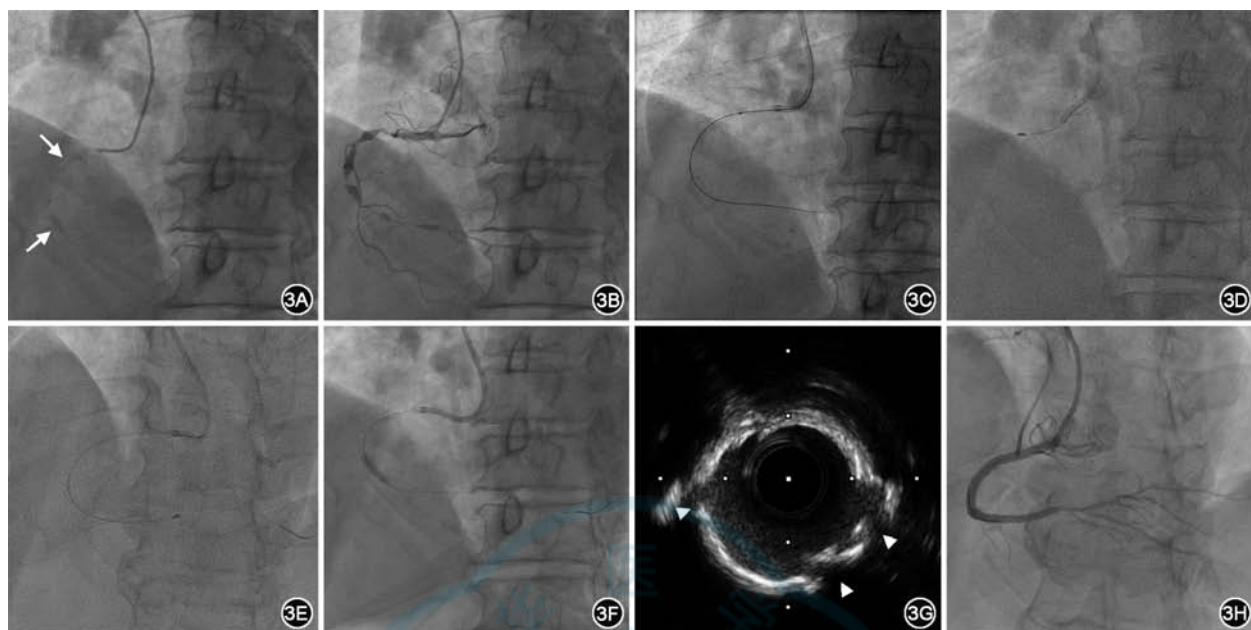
一例采用冠状动脉斑块旋磨联合冠状动脉血管内碎石术预处理的严重冠状动脉钙化病变病例的术中影像[3A:未推注对比剂的影像示右冠状动脉走行区域重度钙化(白色箭头);3B:冠状动脉造影示右冠状动脉多节段重度狭窄;3C:既往准分子激光冠状动脉斑块消融术中影像,激光导管无法通过近段钙化病变;3D:应用7 Fr AL 1.0引导导管,通过微导管交换旋磨导丝至右冠状动脉远端;1.5 mm旋磨头分段对右冠状动脉钙化病变行斑块旋磨,至右冠状动脉第2转折以远;转速160 000~180 000转/min;3E:球囊仍无法通过右冠状动脉远段病变,使用1.5 mm旋磨头再次行斑块旋磨至右冠状动脉远端;3F:在血管内超声指导下,再使用3.0 mm血管内碎石术球囊分段预处理钙化病变;3G:充分预处理后,血管内超声可见钙化环多处断裂(白色三角);3H:最终于右冠状动脉置入3枚支架,血管内超声提示支架贴壁、膨胀良好]
